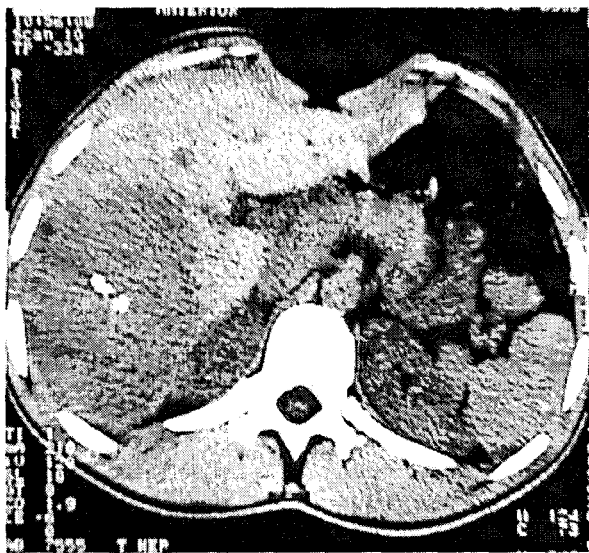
Carcinom hepatocelular - TC.
